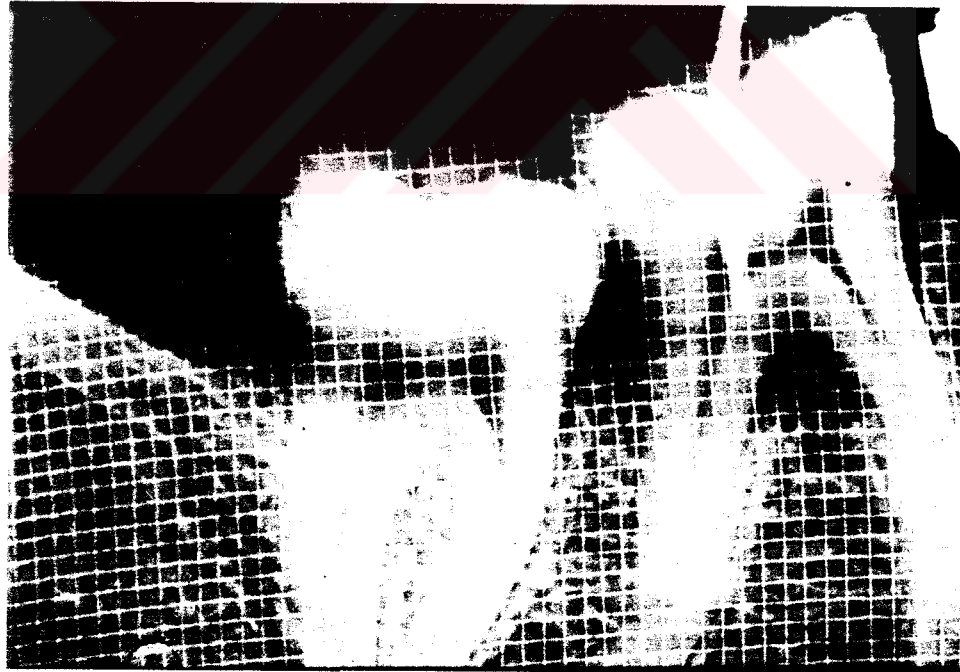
Kemik grefti grubunda bir hastamızın tanı standart röntgeni.
